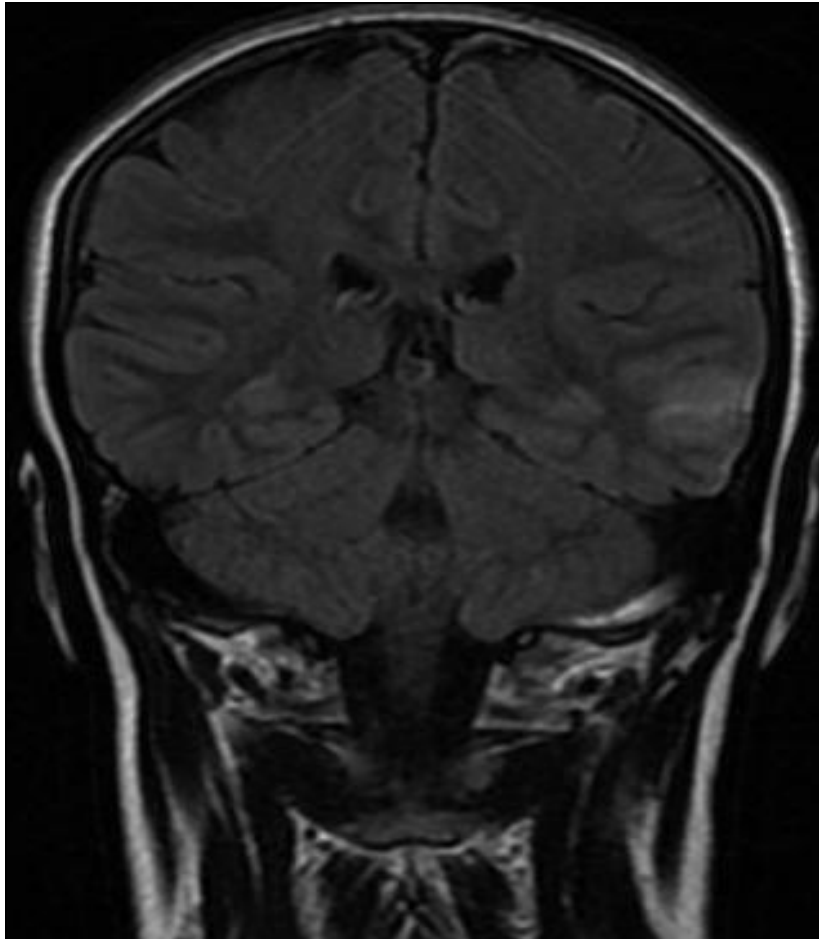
IRM Cérébrale, T1 Flair, coronale :
